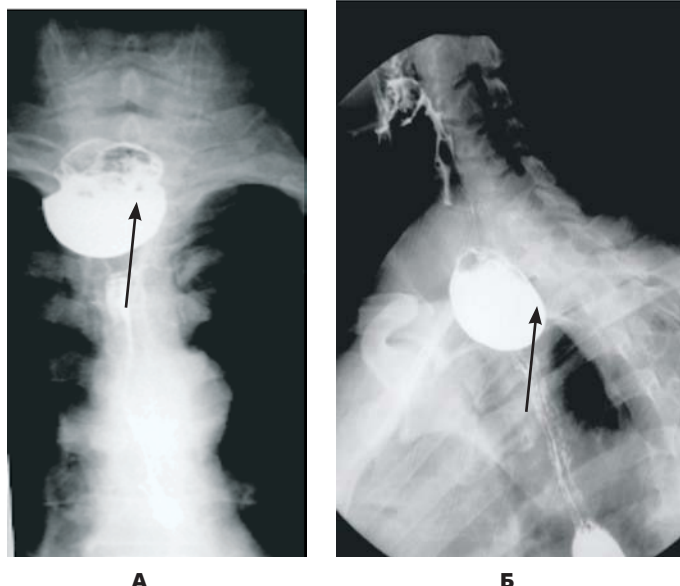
Рентгенологическая картина ценкеровского дивертикула (указано стрелкой) в прямой (А) и боковой проекциях (Б).
